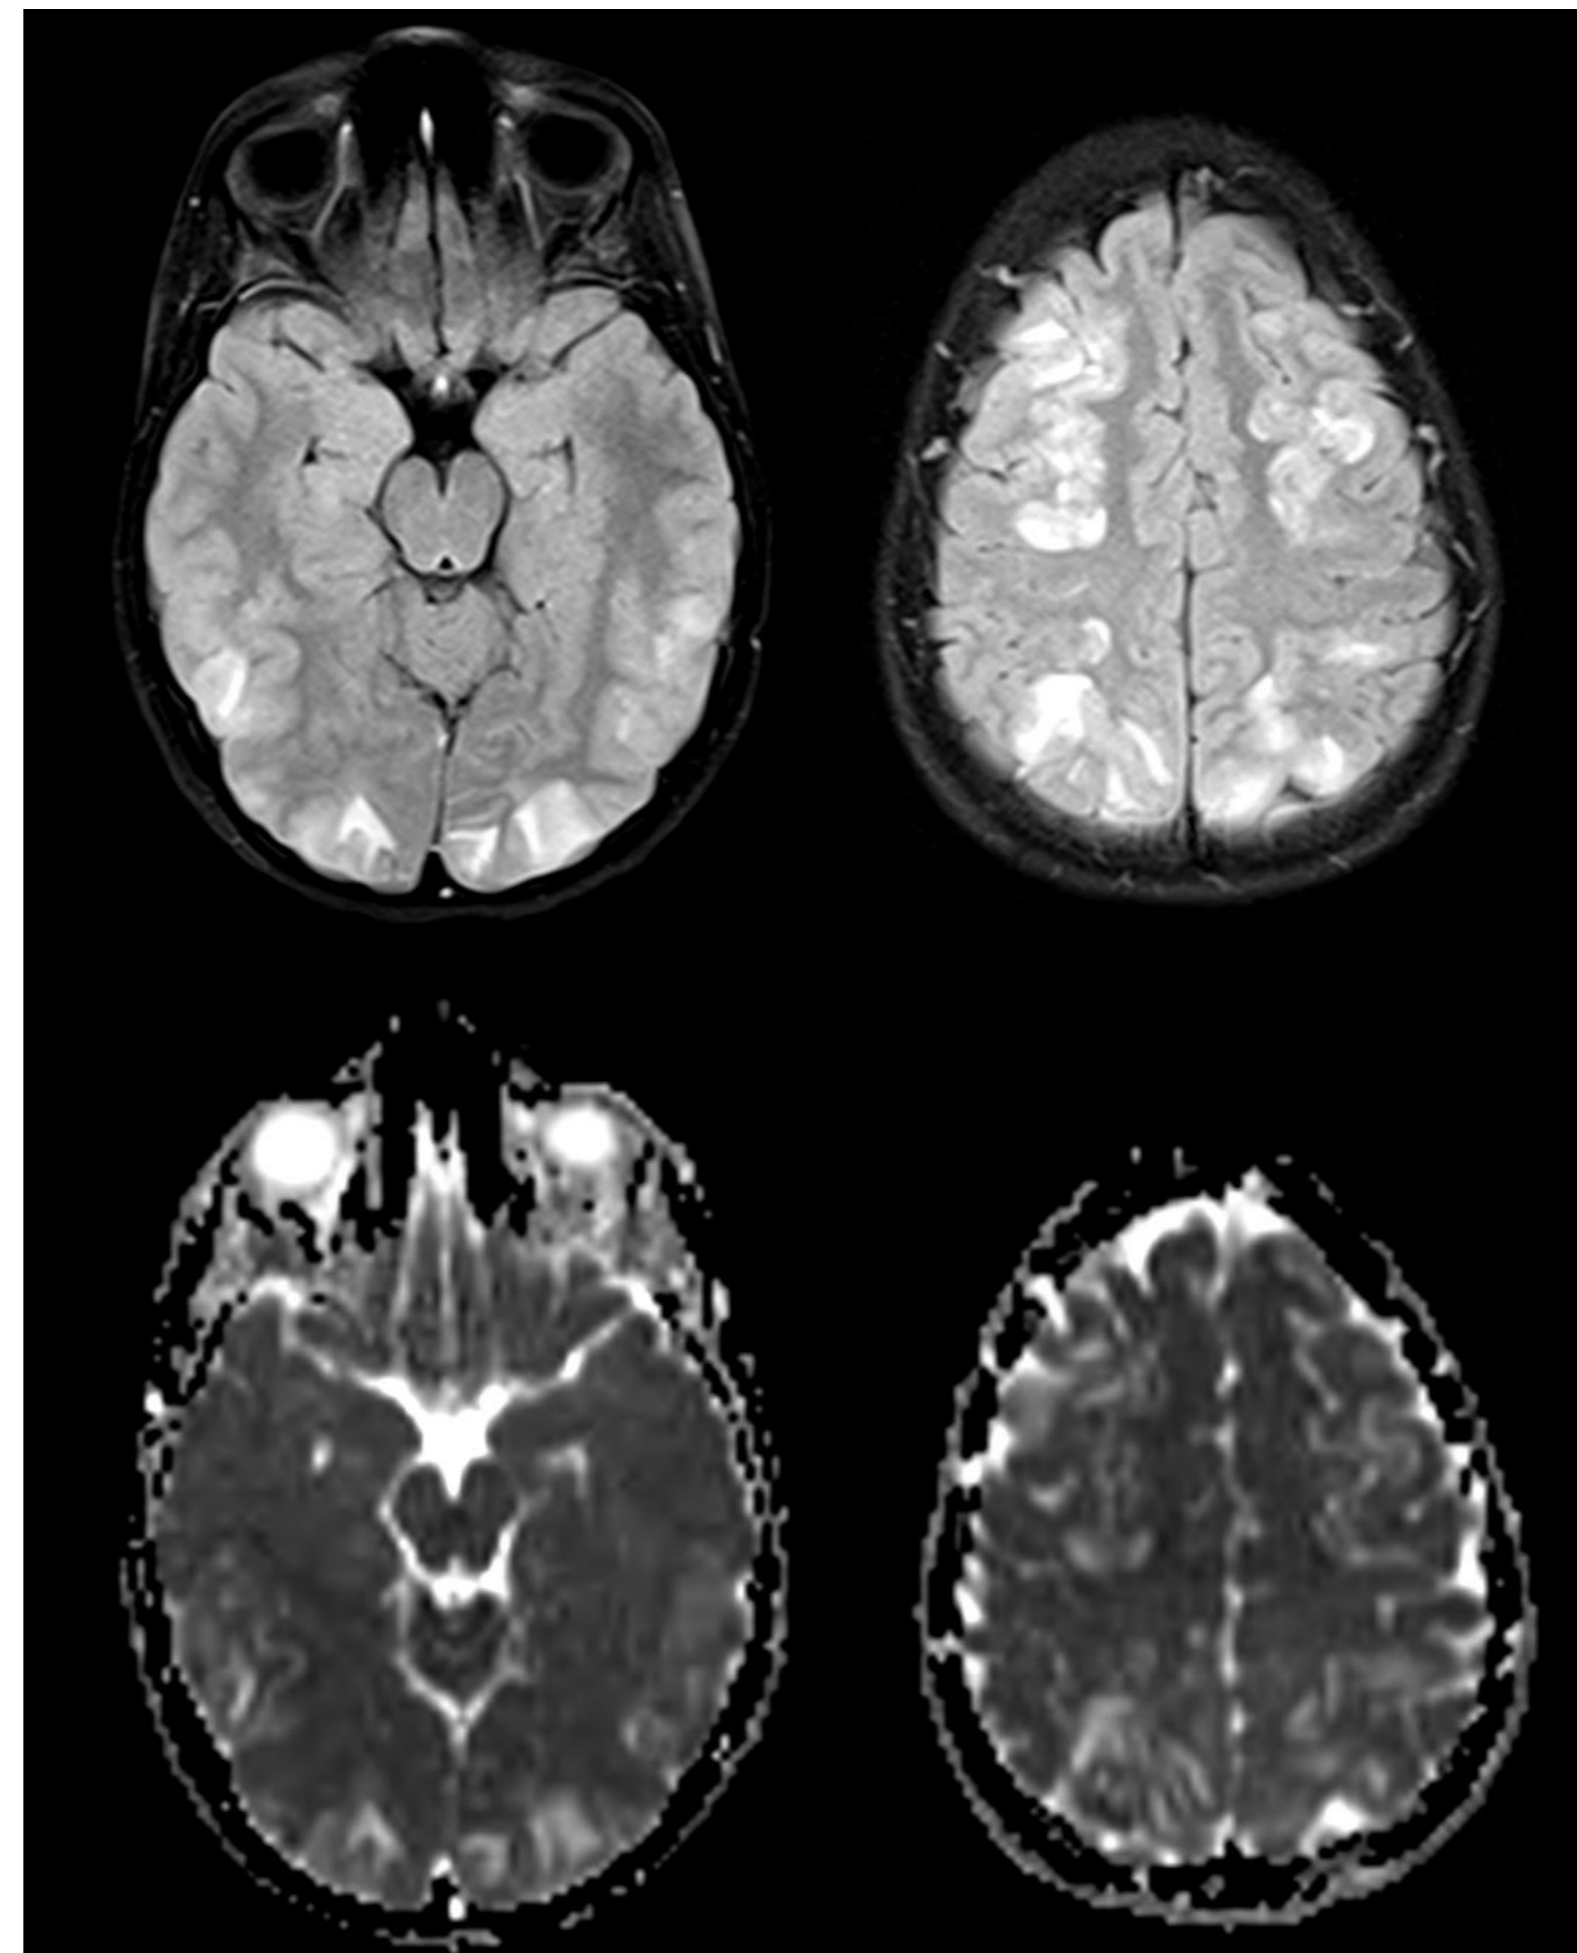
RMN cerebral contrastada de seguimiento
